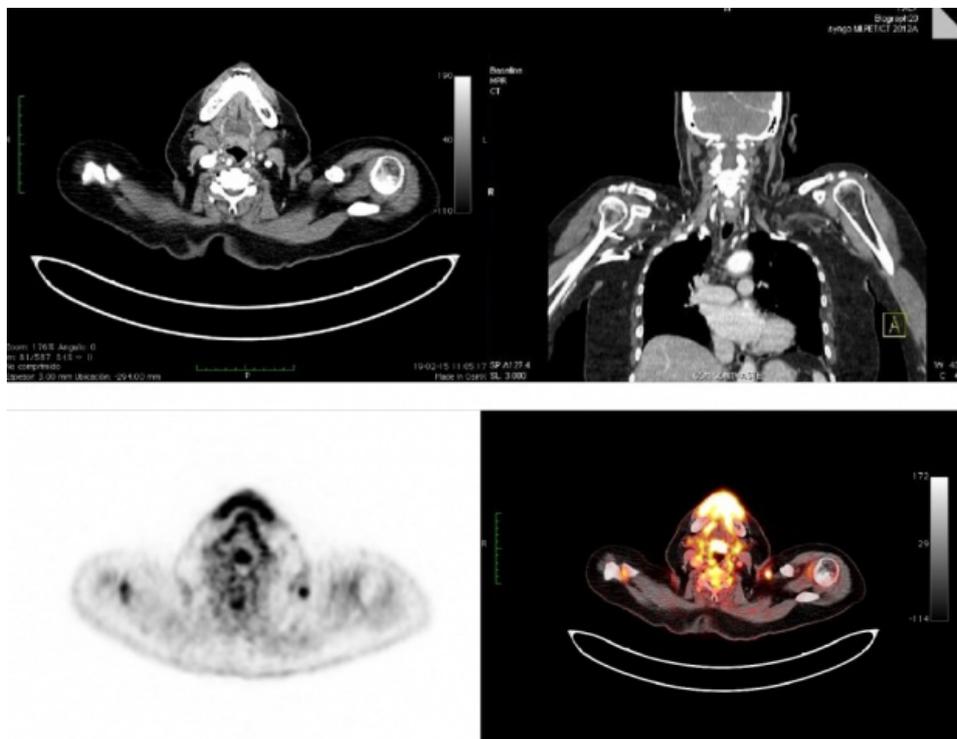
Adenopatía supraclavicular izquierda en TC (arriba). Lesión hipermetabólica en PET y fusión PET/CT (abajo).
